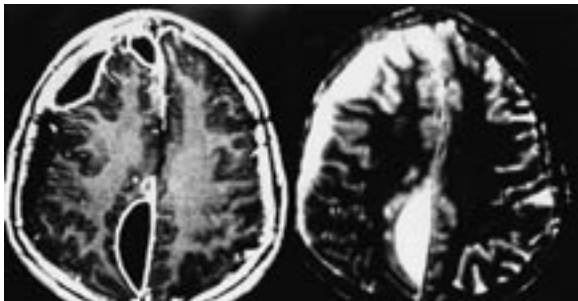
Ressonância magnética mostrando os empiemas subdurais, com hipossinal em T1 e hipersinal em T2, na região frontal e na parassagital parietal direita.
